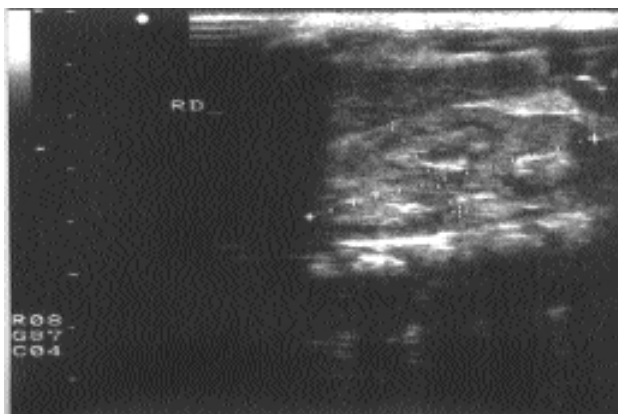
Ultrassonografia de rim D e E mostrando a presença de calcificações nas pirâmides renais e litíases.
